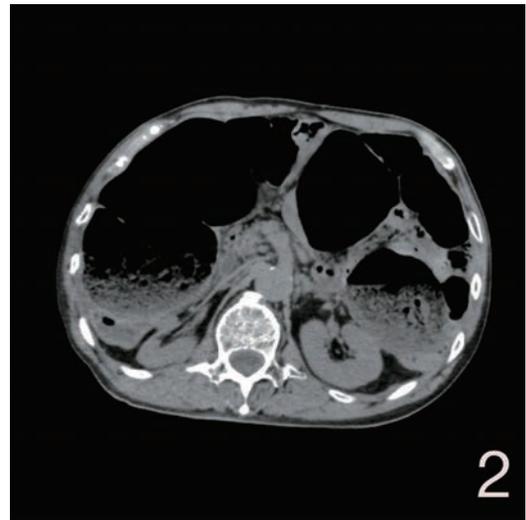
来院時腹部単純 X 線 CT 画像. 結腸の著明なガス貯留による拡張をみる.
